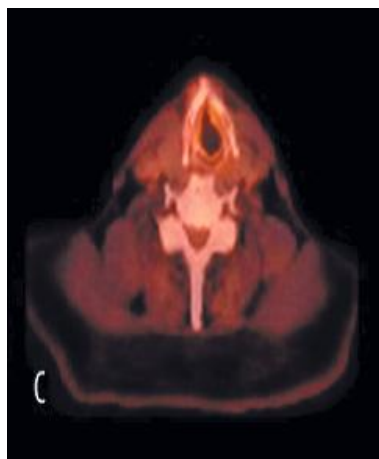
Исследование на рецидив-остаток. (С) ПЭТ/КТ отвергли рецидив. (Pol. J. Radiol. 2015; 80: 428–432).
